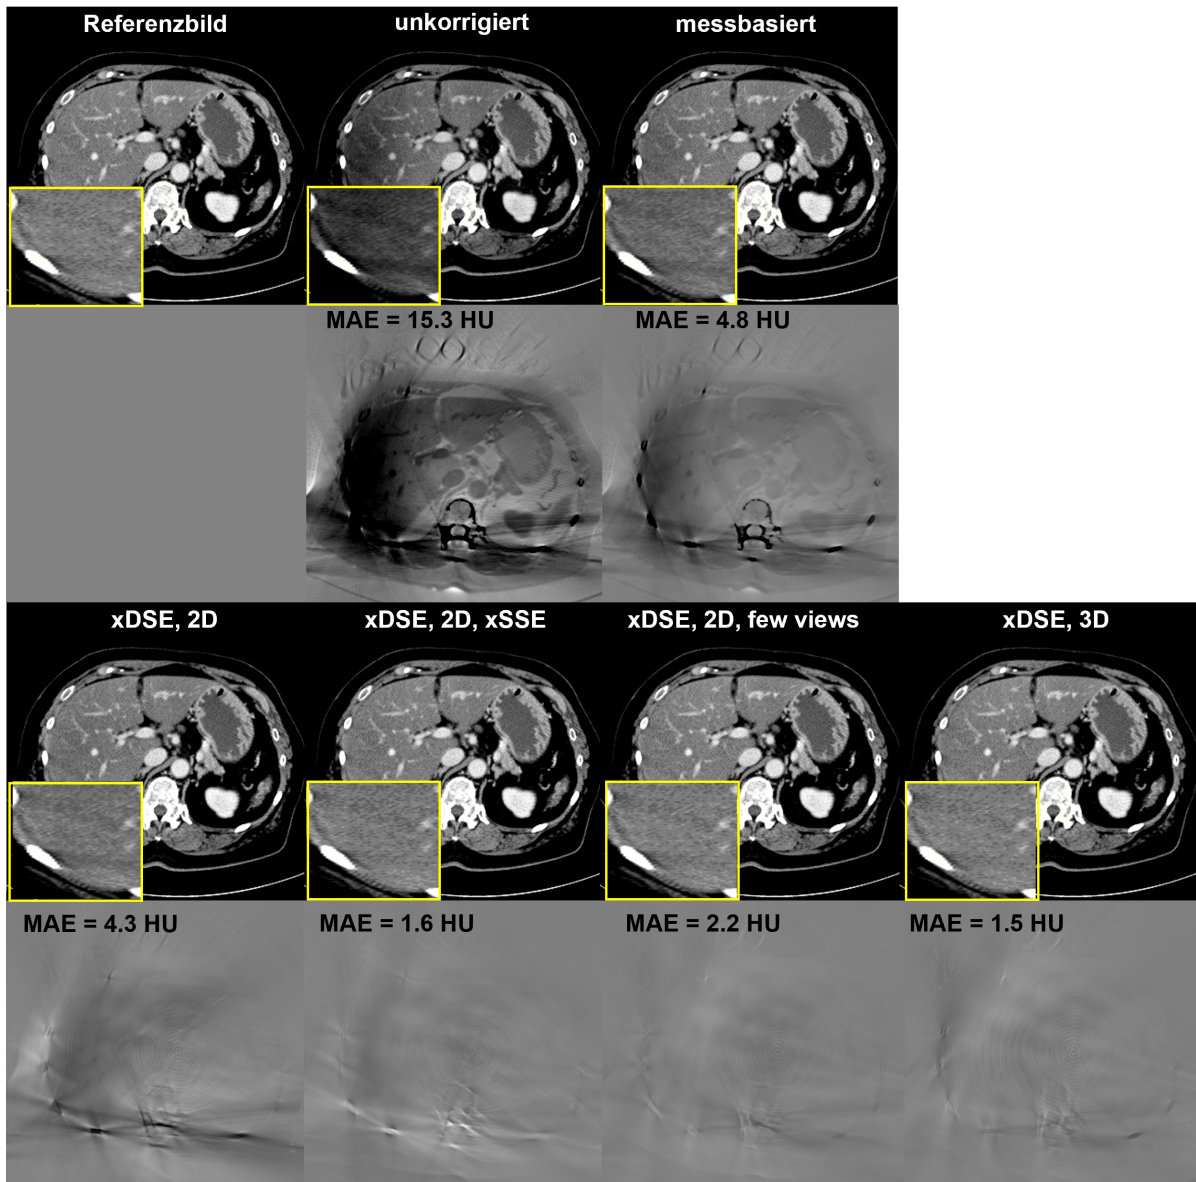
Beispielhafte Korrektur der Längs- und Querstreuung für die DSCT, innerhalb welcher zwei separate Netze zur Schätzung der Längs- und Querstreuung verwendet werden [Erath et al., 2021b]. Diesbezüglich wird die Längsstreuung mittels fdSE 2D geschätzt und außerdem mit verschiedenen Netzen zur Schätzung der Querstreuung kombiniert. Der MAE im unkorrigierten Zustand beläuft sich auf 15.3 HU und kann mithilfe von xDSE 2D auf 4.3 HU reduziert werden. Durch eine zusätzliche Annäherung mit xDSE 2D xSSE entsteht ein MAE von 1.6 HU. Darüber hinaus bewirken zusätzliche Projektionen in der Eingabe einen verringerten MAE mit xDSE 2D few views von 2.2 HU und mit xDSE 3D von 1.5 HU. Insgesamt rufen die Netze eine deutliche visuelle Verbesserung des rekonstruierten CT-Bildes hervor, was sich auch in der überlegeneren Korrektur gegenüber der messbasierten Referenzmethode (MAE 4.8 HU) widerspiegelt. Relevante Parameter der rekonstruierten Bilder: $C = 40$ HU, $W = 300$ HU, Differenzen zum Referenzbild: $C = 0$ HU, $W = 50$ HU. Röhrenspannung A = 80 kV, Röhrenspannung B = 80 kV. Stromverhältnis $\rho=1$.
